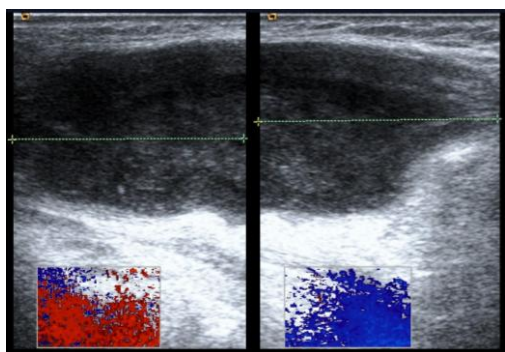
Ecografía cervical.
